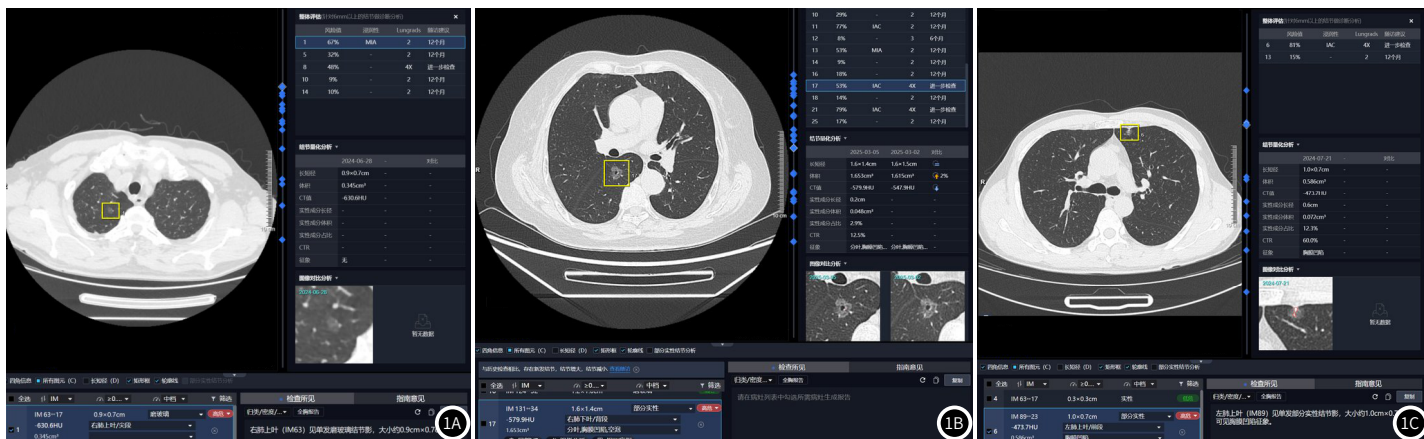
典型病例CT图。1A: AIS组、1B: MIS组、1C: IAC组CT图。
